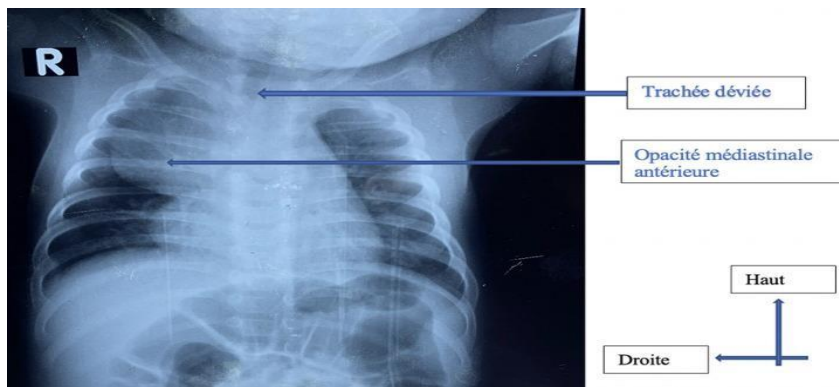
Radiografia cutiei toracice la un sugar de 6 luni (hiperplazie de timus)[10]
